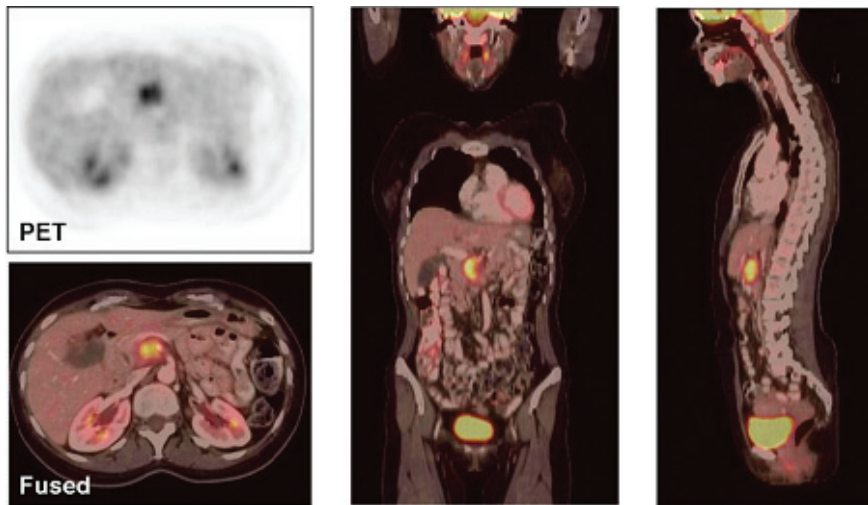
PET-CT による Hardware-based Registration の例 [10]
